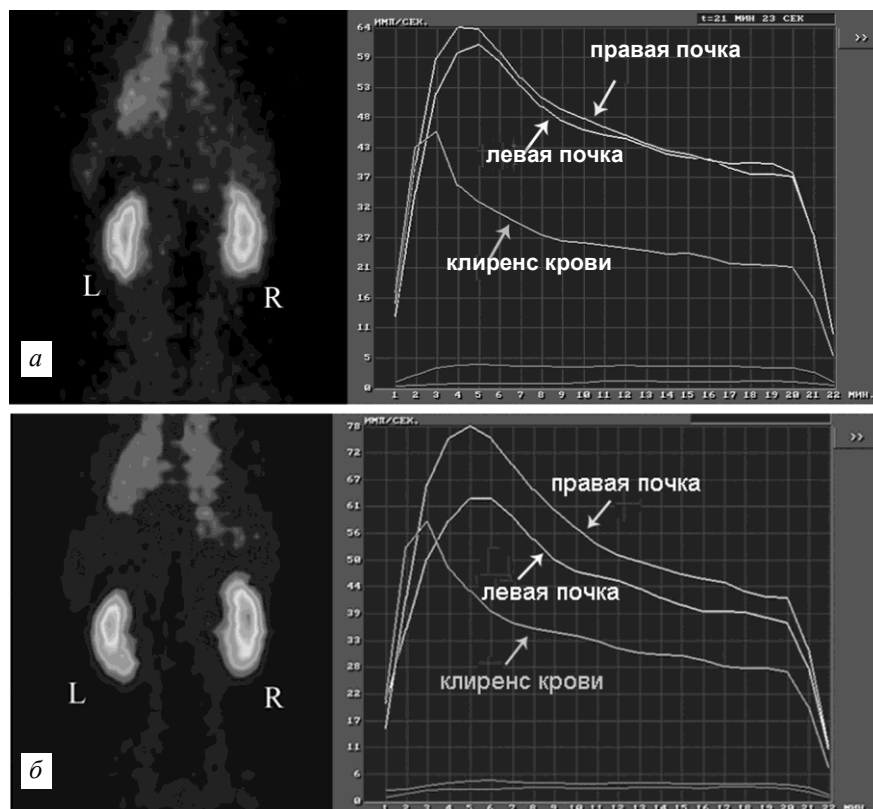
Результаты радионуклидной реносцинтиграфии пациента группы II до (а) и после (б) коронарорентгенографии: по сравнению с исходными данными в ранние сроки после КВГ наблюдается снижение фильтрационной функции левой почки
